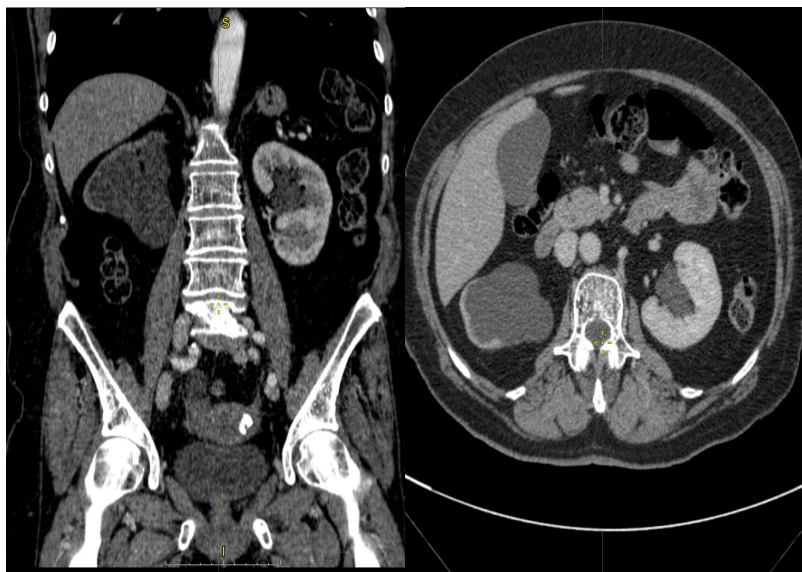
МСКТ брюшной полости. Артериальная фаза.
